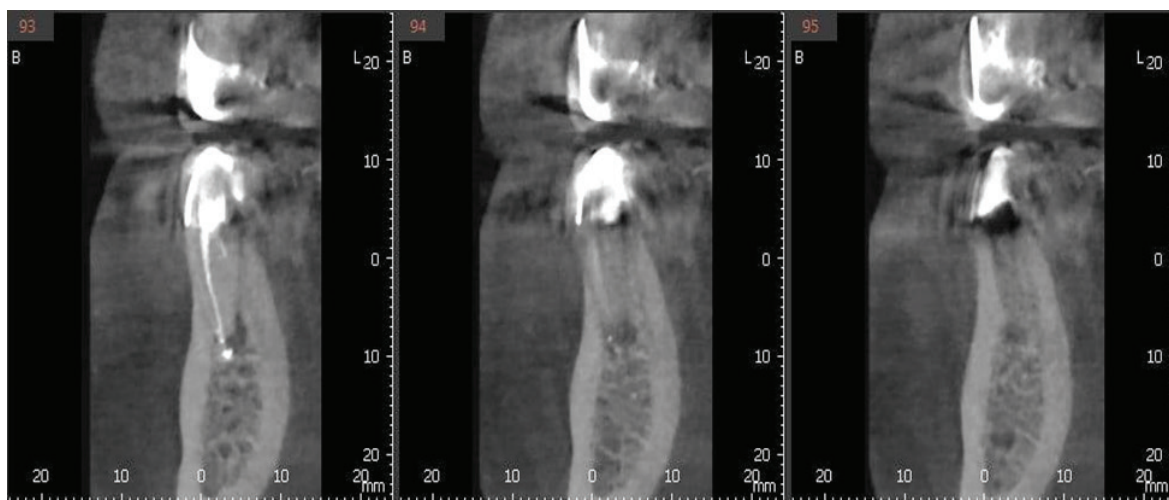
CT, prezența canalului lingual omis d.34.
